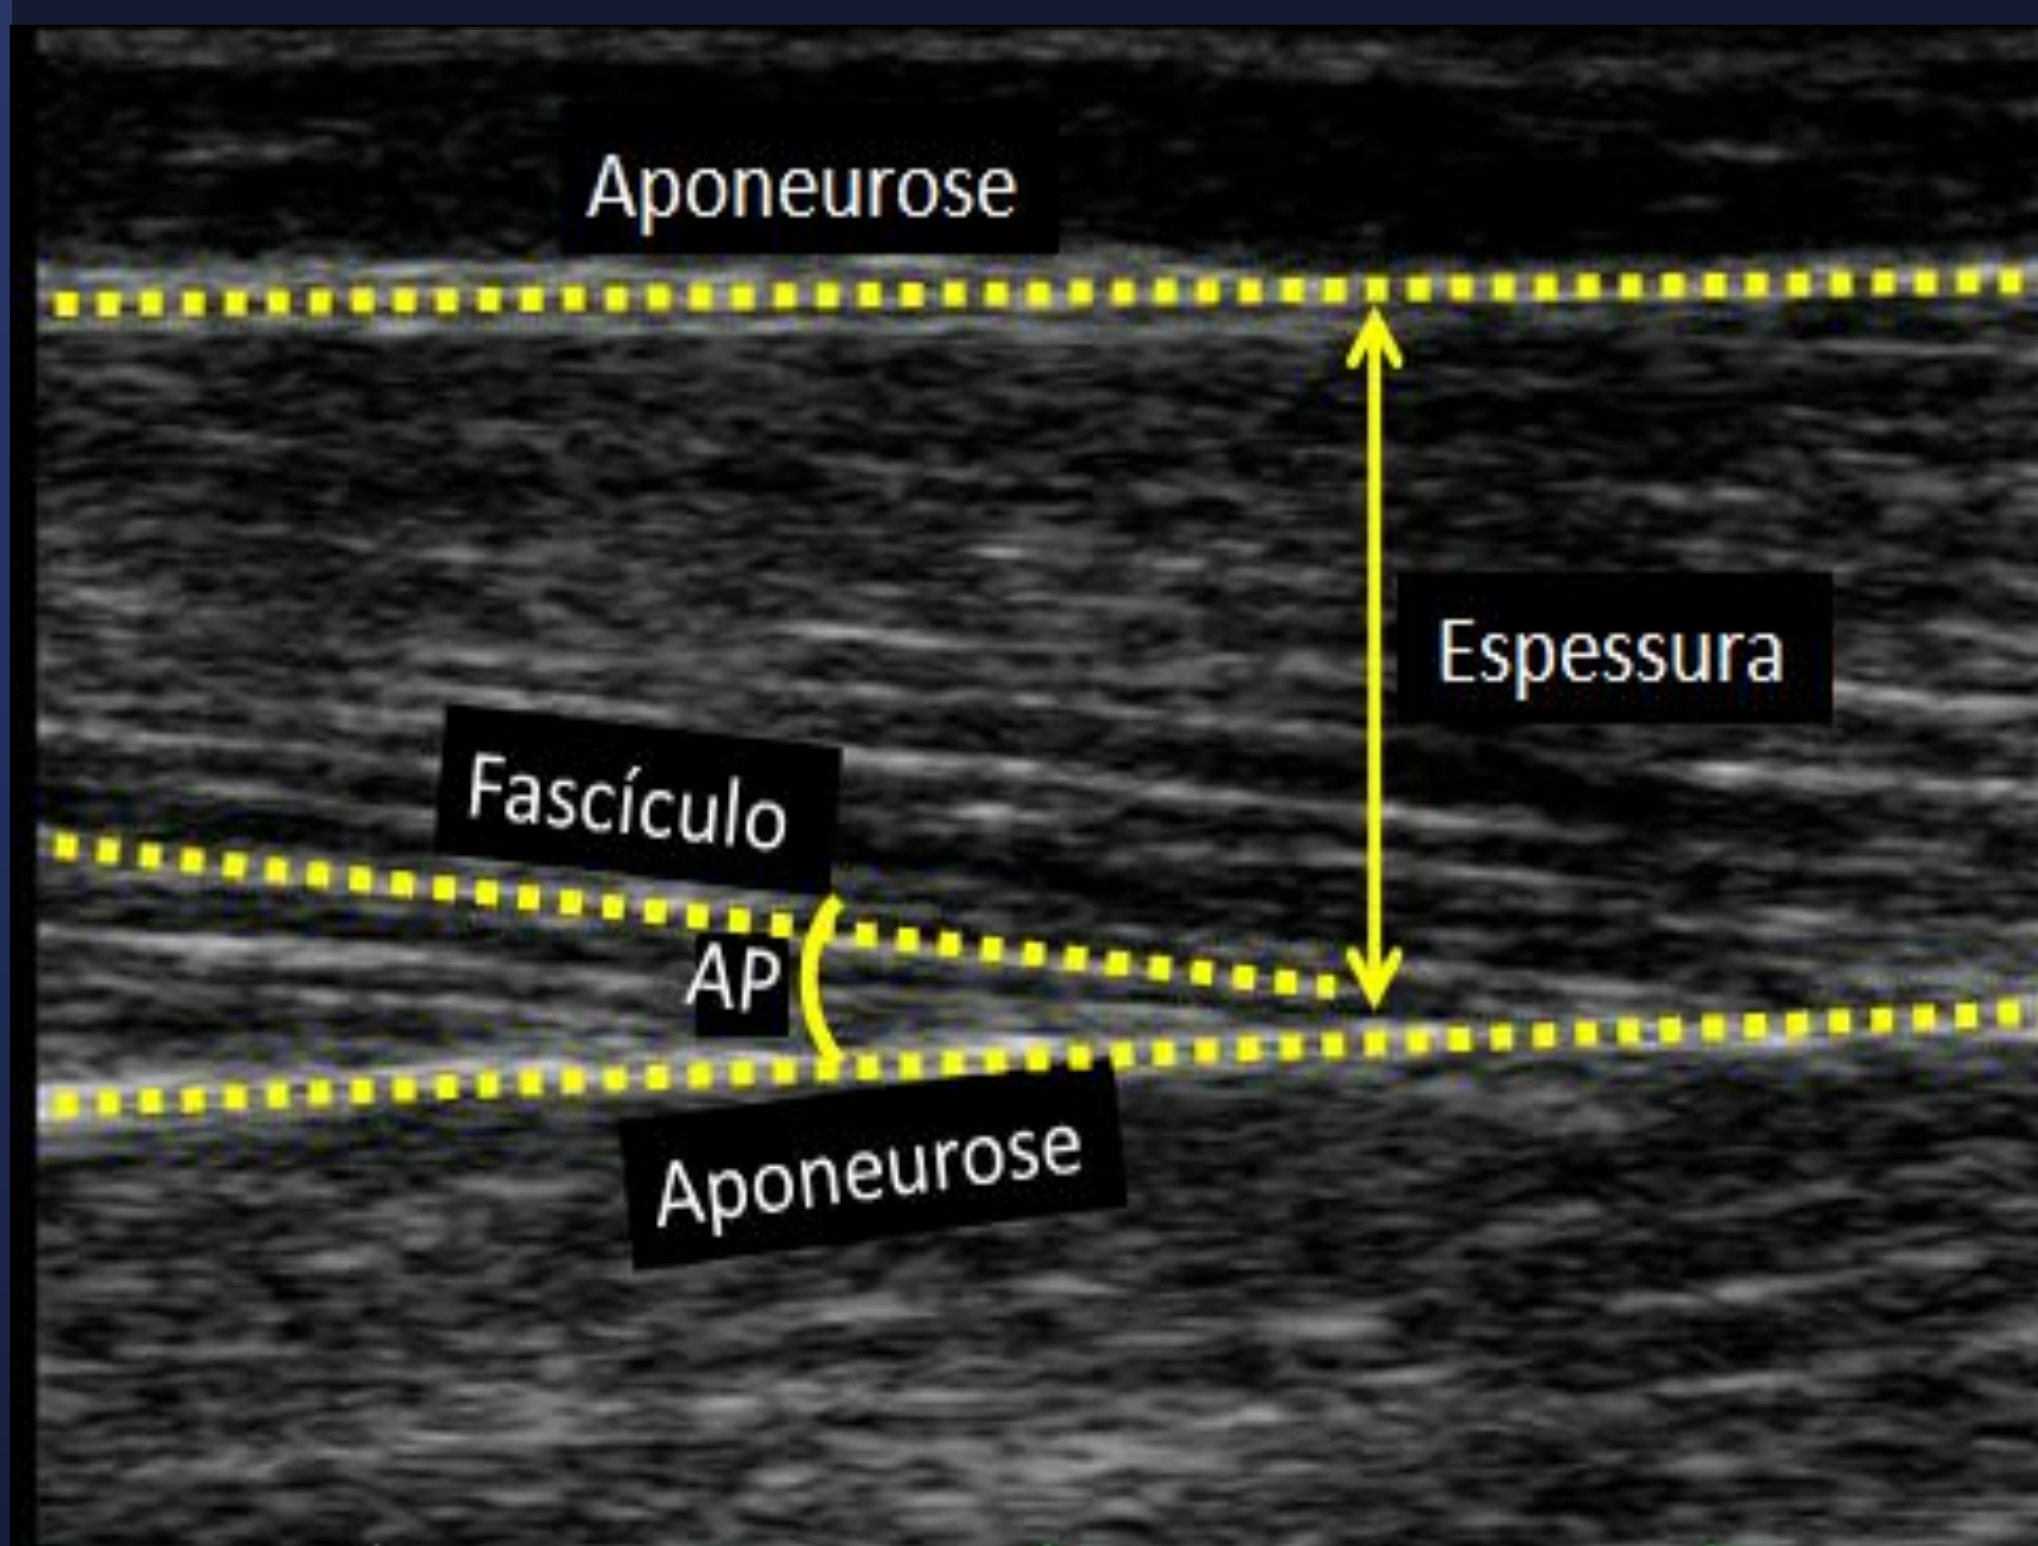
Imagem de ultrassonografia. AP = ângulo de penação.
